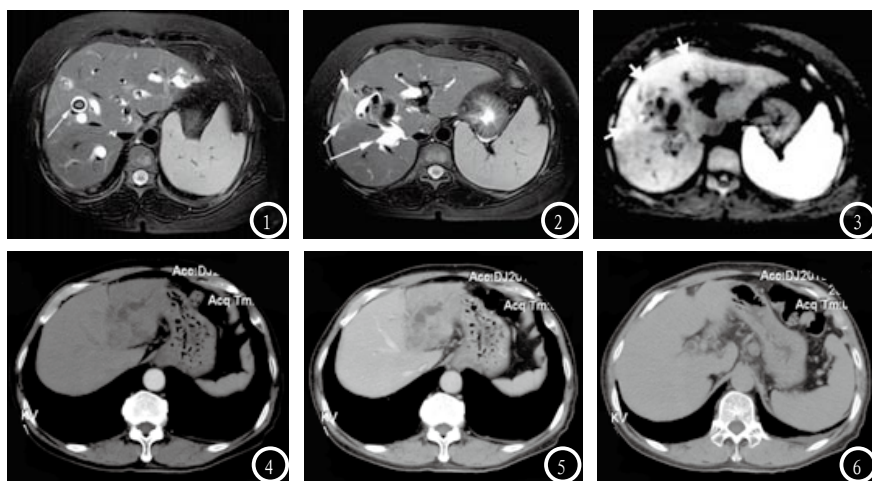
化脓性胆管炎的MRI表现。图4-6 化脓性胆管炎并ICC的MRI表现。
